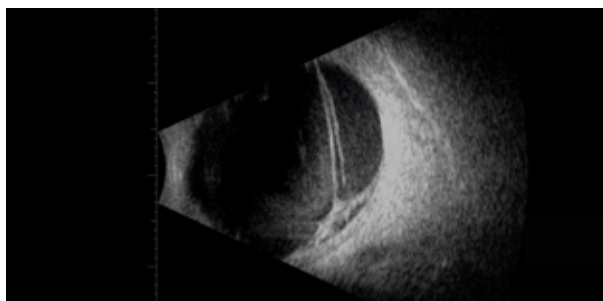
Tracción Vitreoretiniana por Ultrasonografía modo B.
